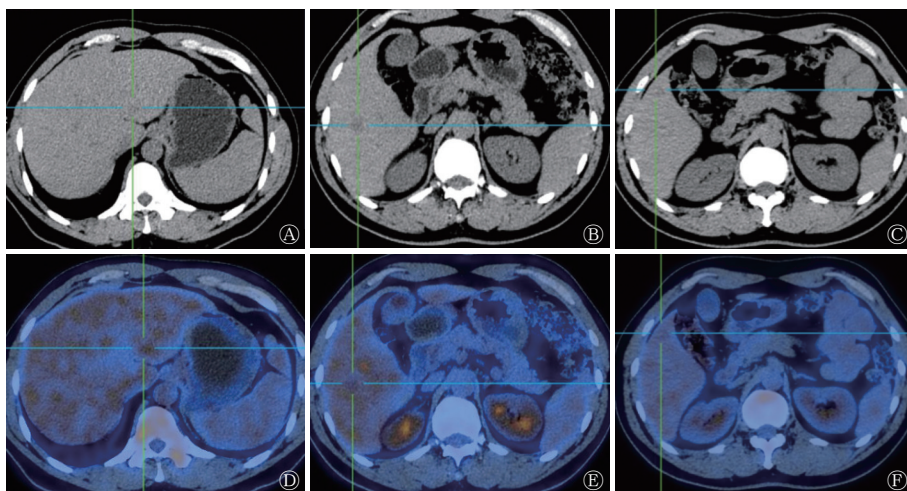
肝反应性淋巴样组织增生患者(男性, 46 岁)的 CT 和<sup>18</sup>F-FDG PET/CT 显像图 A~C 为横断面 CT 平扫图, 示肝左外叶下段、肝右前叶下段 3 个类圆形及椭圆形稍低密度影, 边界模糊, 最大病灶长径为 19.2 mm; D~F 为横断面<sup>18</sup>F-FDG PET/CT 融合图, 示 2 个病灶与周围肝实质<sup>18</sup>F-FDG 摄取一致; 1 个病灶较周围肝实质<sup>18</sup>F-FDG 代谢稍低。CT 为计算机断层摄影术; FDG 为氟脱氧葡萄糖; PET 为正电子发射断层显像术
